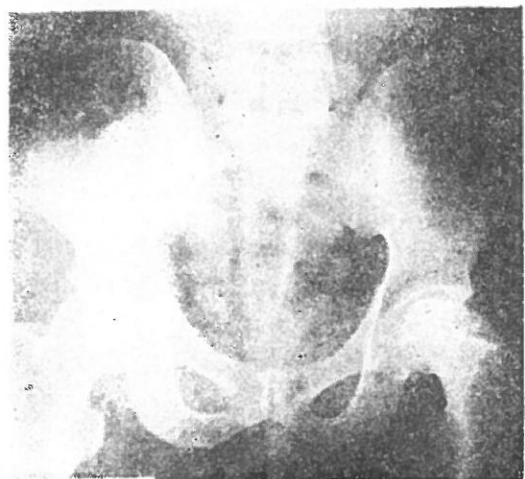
The same patient of Fig 4-a. This X-ray film was taken one and a half years after the initial film.
